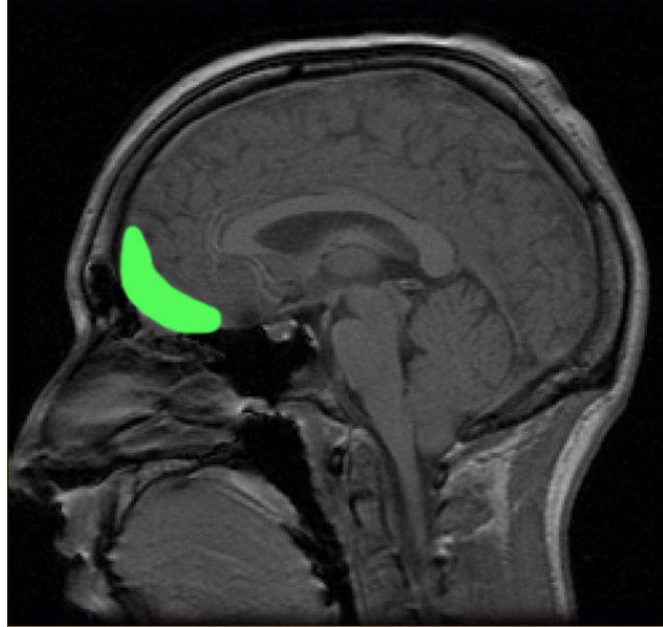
Gri Madde Volümü MRG Görüntüsü
